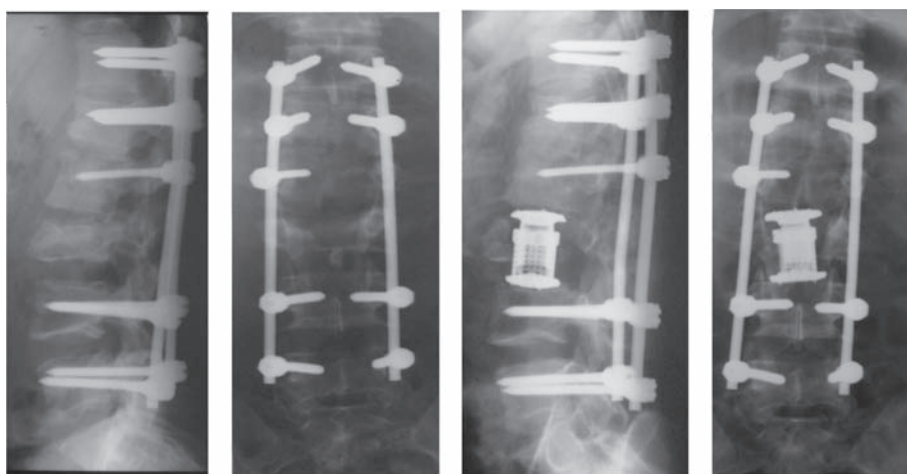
Pacient N, 26 ani cu politraumatisme, inclusiv traumatism vertebro-mielic L3. Radiografii după rahisinteza pediculară și după spondilodeză circumferențială L2-L4.
